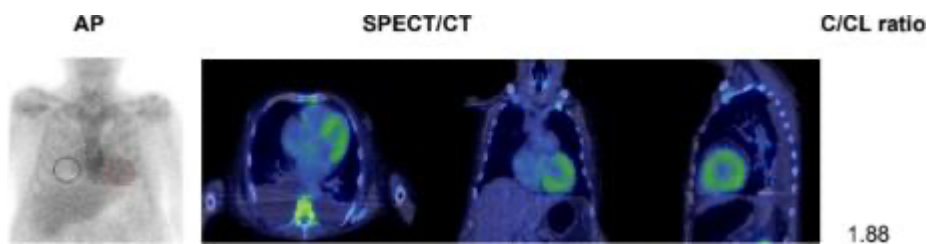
Paciente con centellograma ^{99m}Tc PYP positivo para ATTR con una relación C/CL > 1.5 . A la izquierda se muestra una imagen estática AP de tórax con un ROI C (en rojo) y otro ROI CL (en negro). A la derecha en las imágenes de SPECT-CT muestran captación miocárdica del radiofármaco en las paredes del ventrículo izquierdo y derecho.
